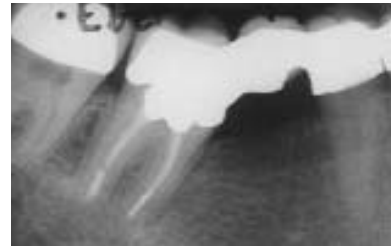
Halbjahres-Röntgenkontrolle. – Abb. 9: Zweijahreskontrolle, vollständig ausgeheilt nach Lokalisierung eines zweiten bukkalen Kanals.
